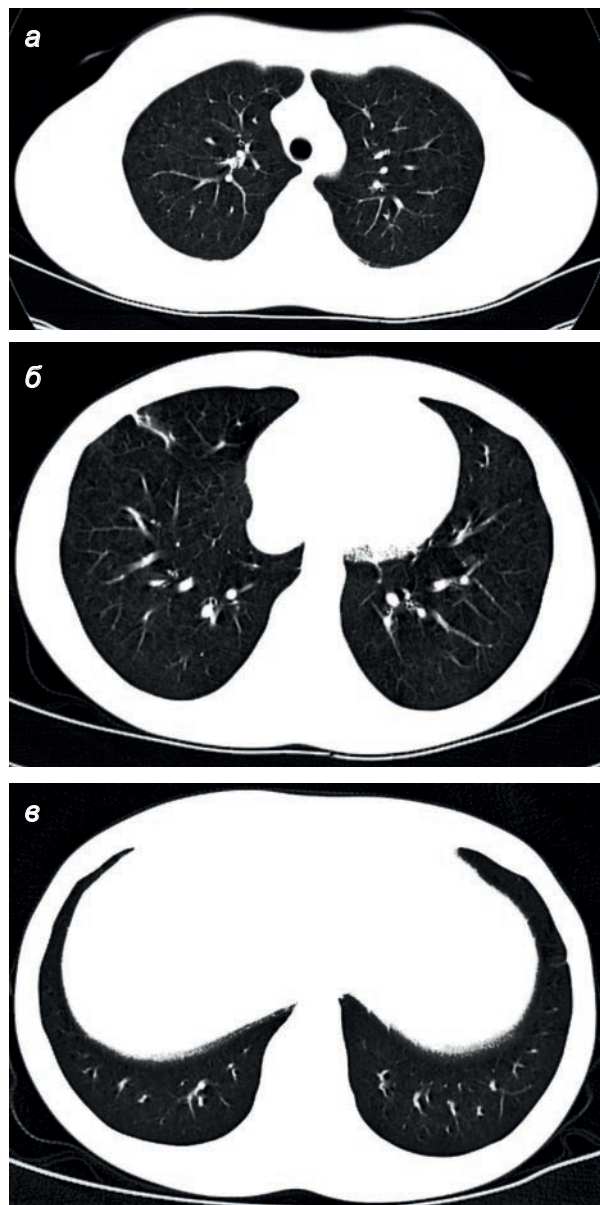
КТ органов грудной клетки в аксиальной проекции от 26.10.2016 г.
